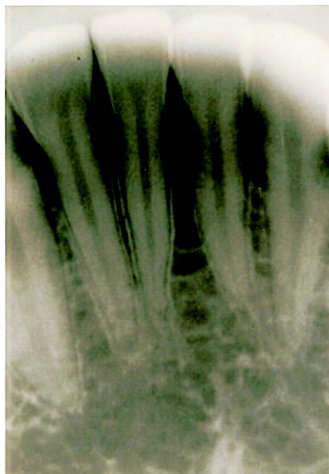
e Figura 4- Radiografias periapicais com trabéculas ósseas horizontais proeminentes, conferindo aspecto de escada
